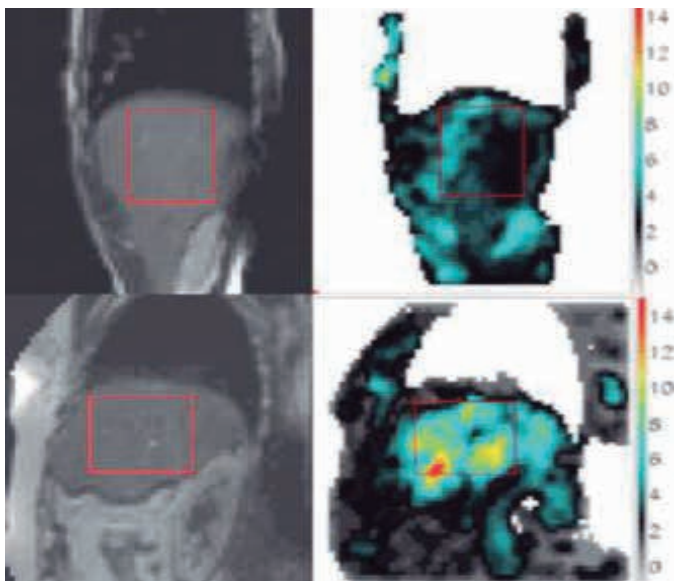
Imagens anatômicas de elastografia por RM com correlações dos mapas de elasticidade (ao lado de cada figura). As imagens superiores revelam paciente com grau moderado de fibrose e uma fibrose septal. As imagens inferiores mostram paciente com grau avançado de cirrose hepática e grande heterogeneidade espacial no mapa de elasticidade¹⁸.
